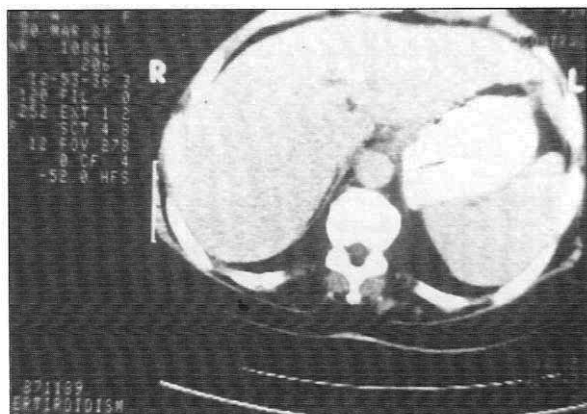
TAC de abdomen. Se observa leve crecimiento del lóbulo izquierdo del hígado.
